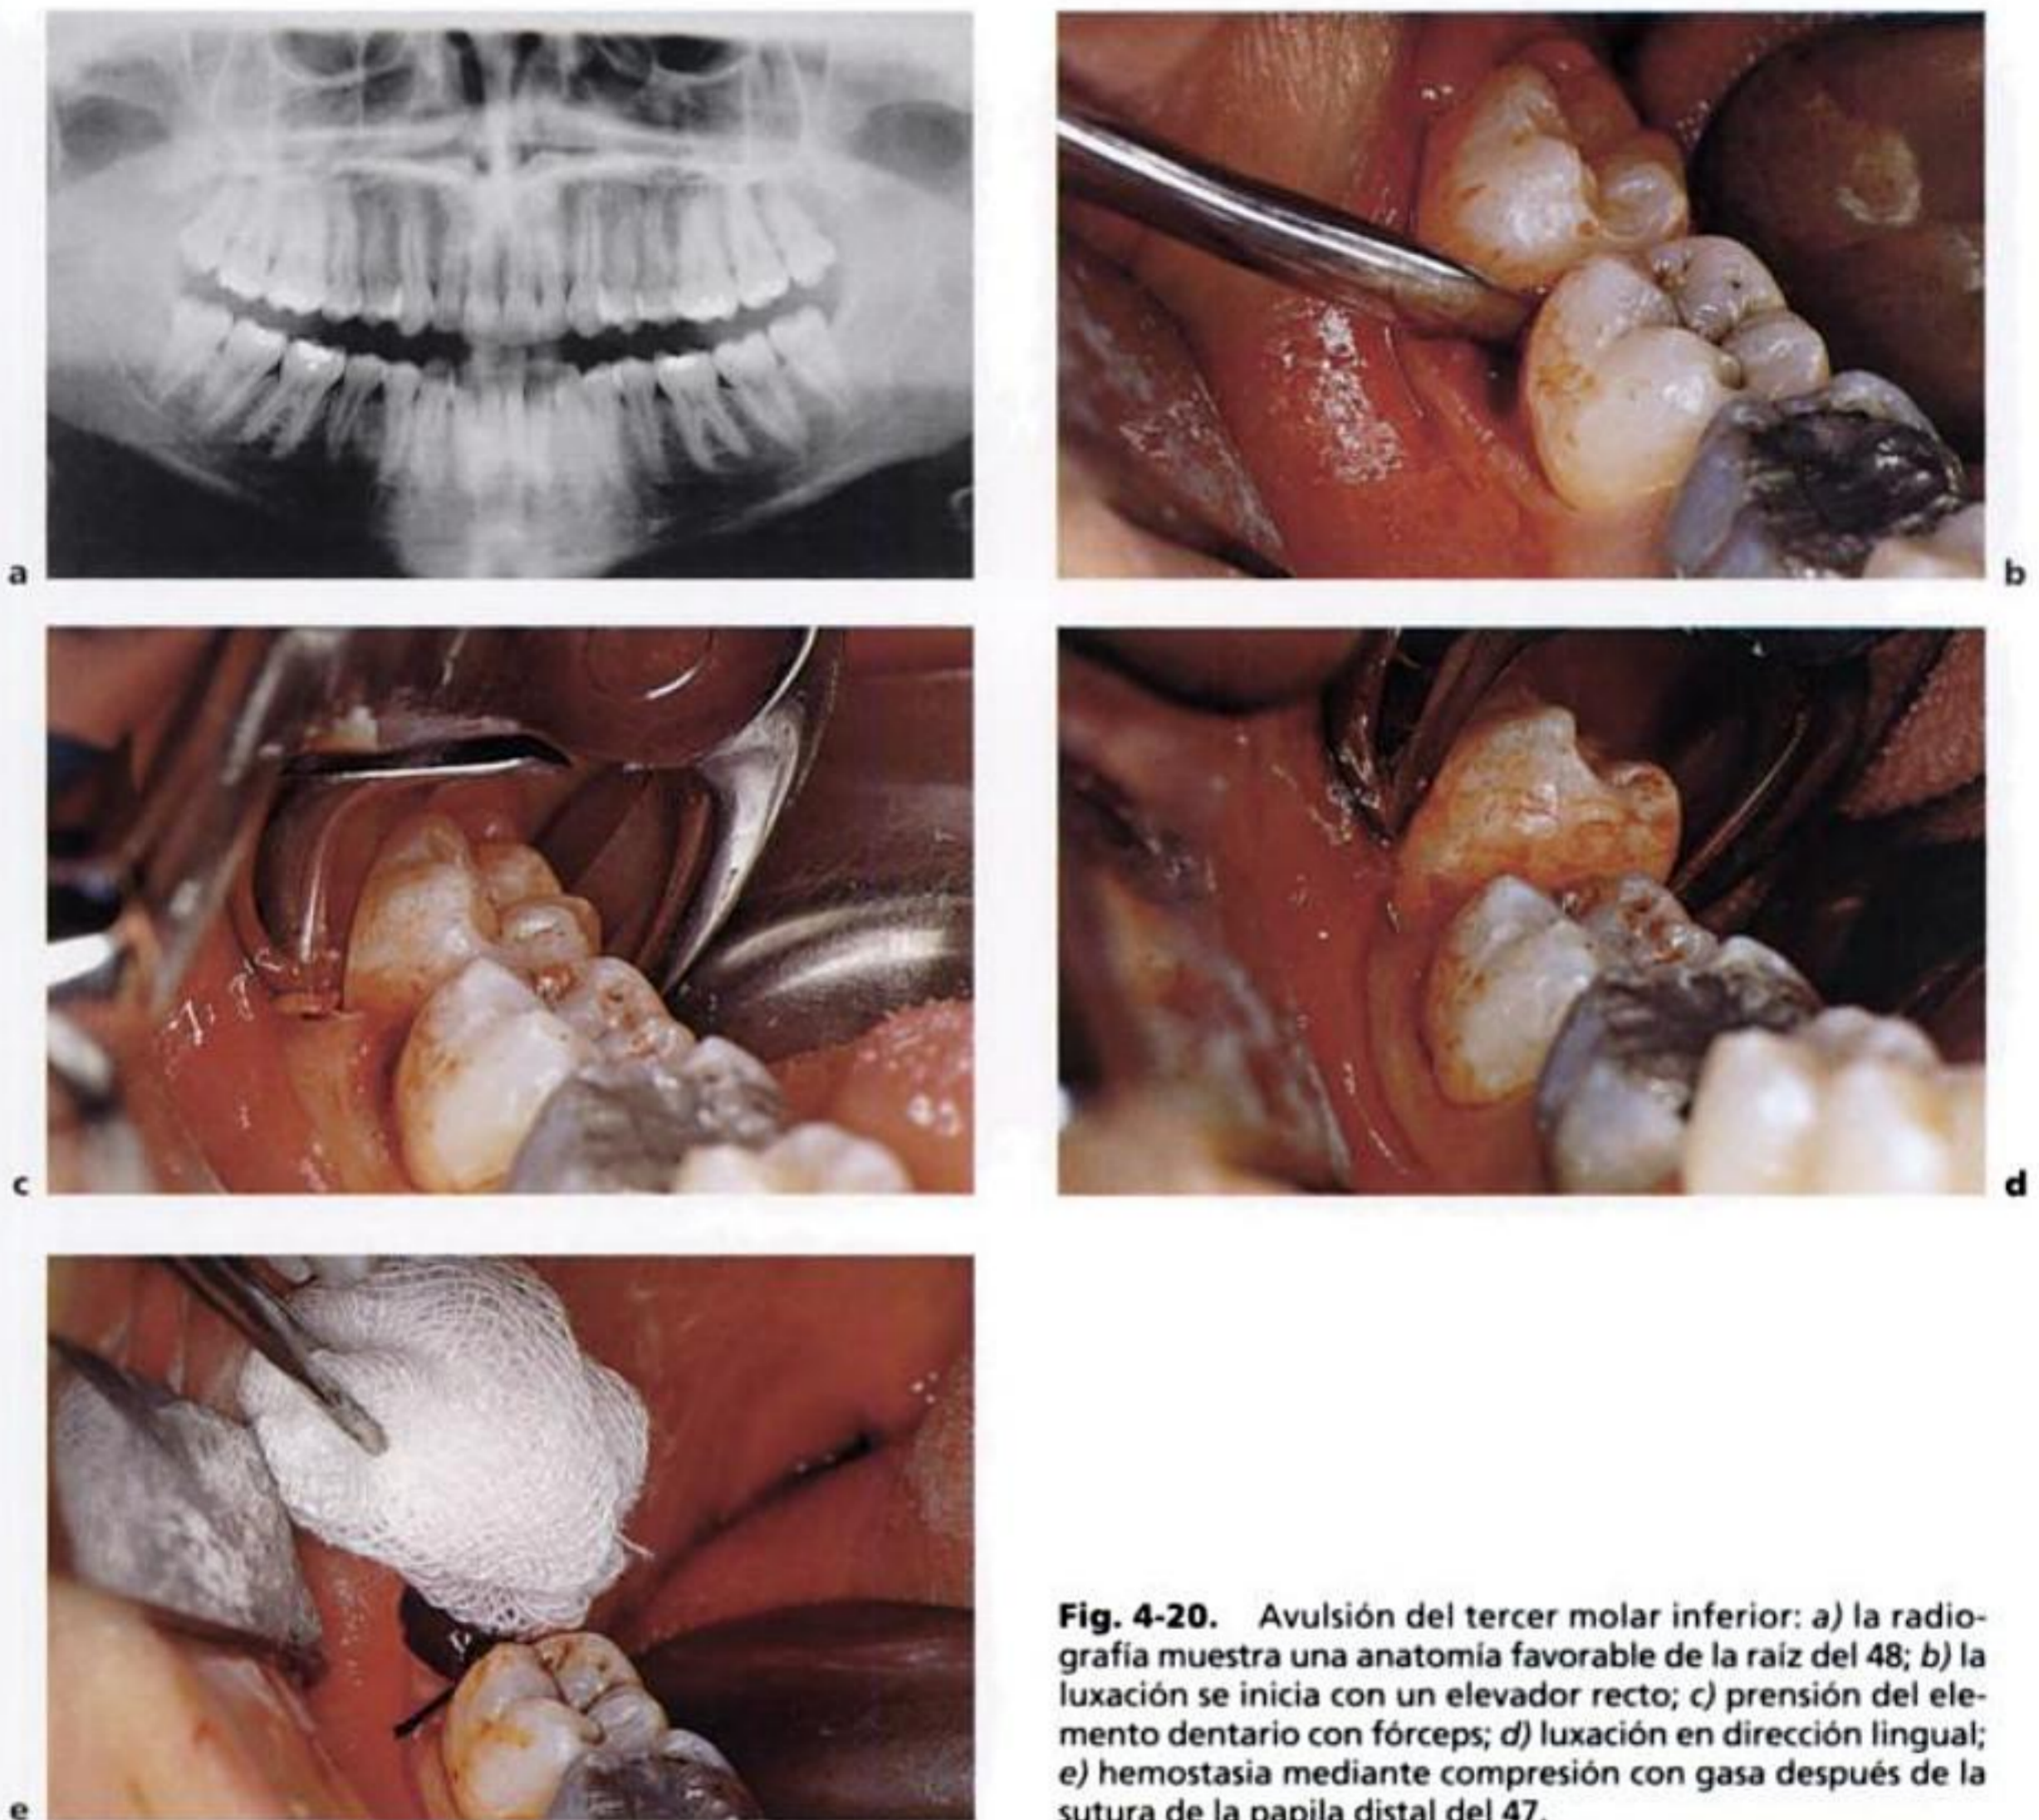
Avulsión del tercer molar inferior: a) la radiografía muestra una anatomía favorable de la raíz del 48; b) la luxación se inicia con un elevador recto; c) prensión del elemento dentario con fórceps; d) luxación en dirección lingual; e) hemostasia mediante compresión con gasa después de la sutura de la papila distal del 47.
